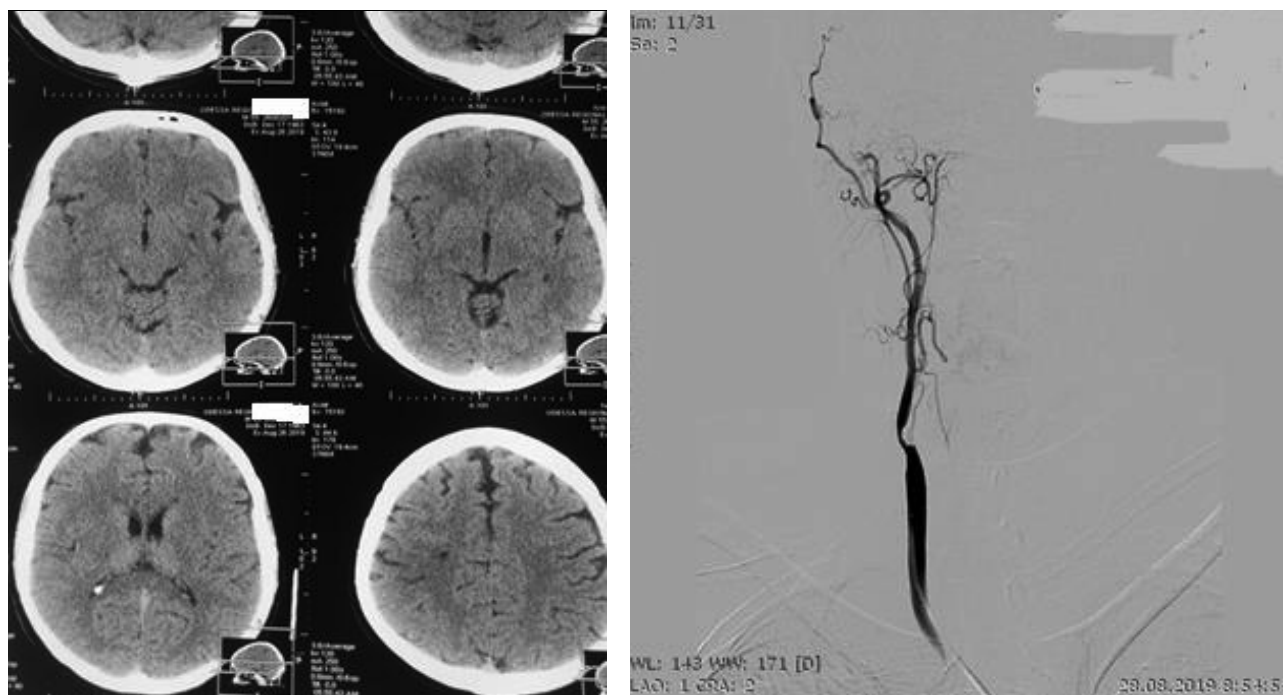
Хворий І. Доопераційні КТ головного мозку і трансфеморальна ЦАГ правої загальної сонної артерії
